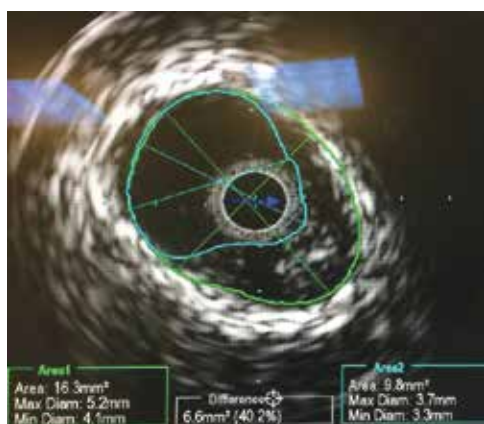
Данные ВСУЗИ передней межжелудочковой артерии больного 3. через 12 мес лечения
